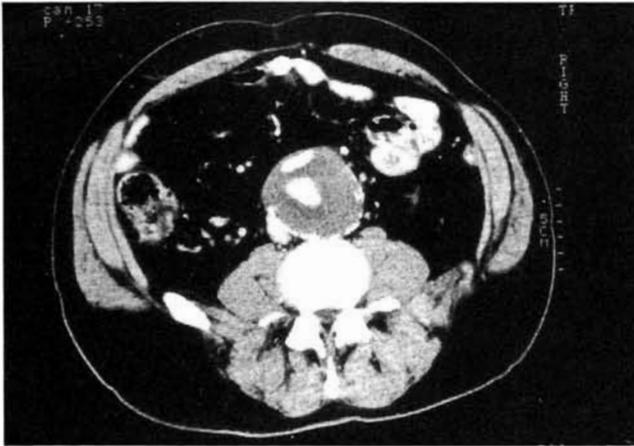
TC abdominal: en la masa trombótica que ocupa el pseudoaneurisma se reconocen la luz aórtica y, ventralmente, la luz de la prótesis.
